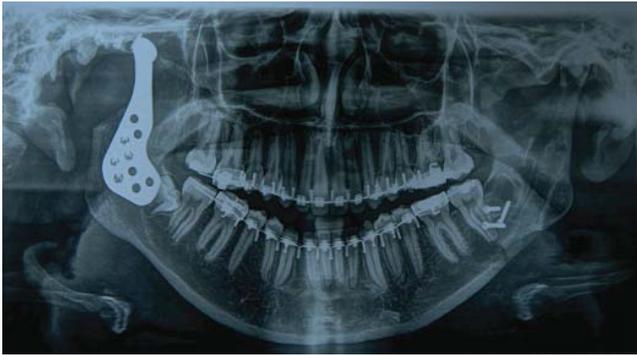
Ortopantomografía, se observan tornillo de osteosíntesis de lado izquierdo y prótesis condilar izquierda.
